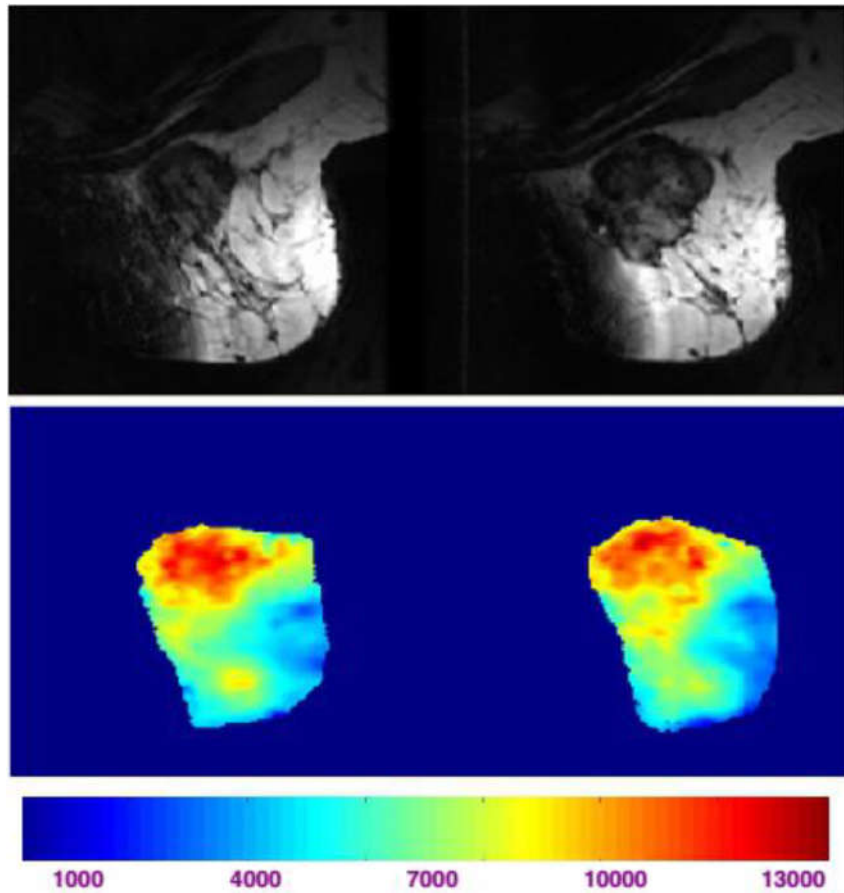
En haut : IRM avant et après chimiothérapie ; en bas : estimation de l'élasticité [64].
